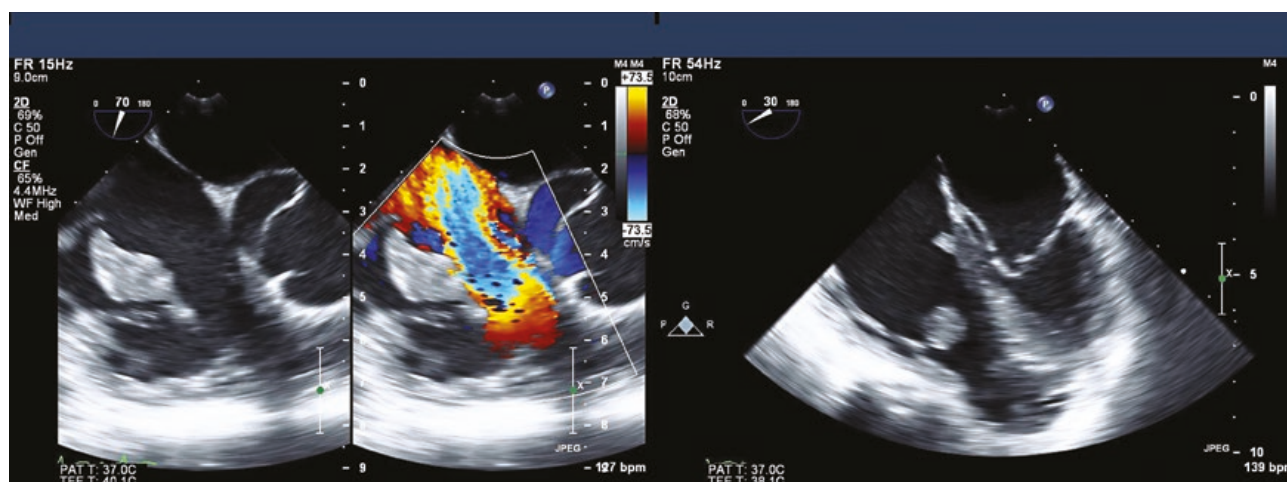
Intraoperative transesophageal echocardiogram confirming severe tricuspid regurgitation and vegetations.
